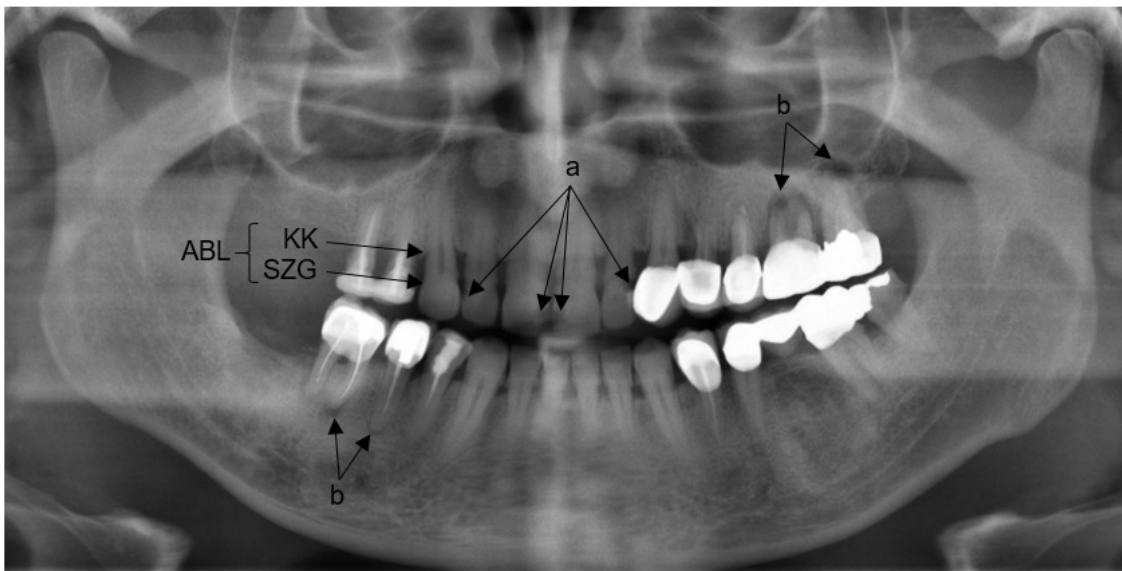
Orthopantomogramm eines Patienten mit Leberzirrhose
